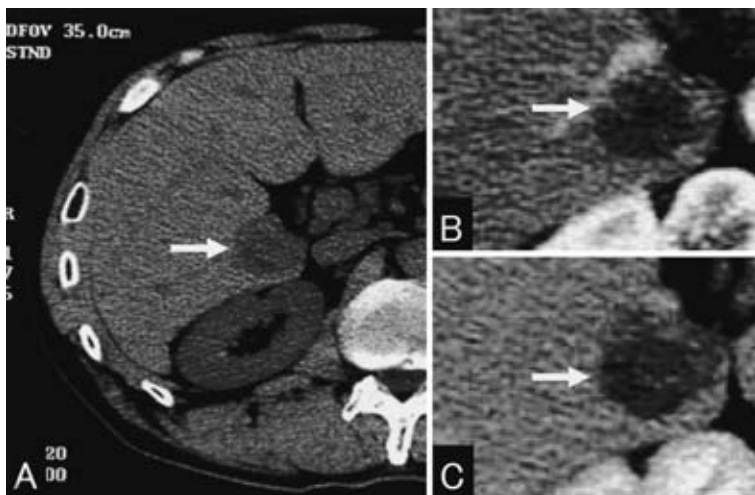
Plain CT revealed a low density tumor of 3 cm in diameter on segment 6 of the liver (A). Peripheral area of the tumor was enhanced in early phase (B) but wash-out of contrast medium was unclear in late phase (C).
